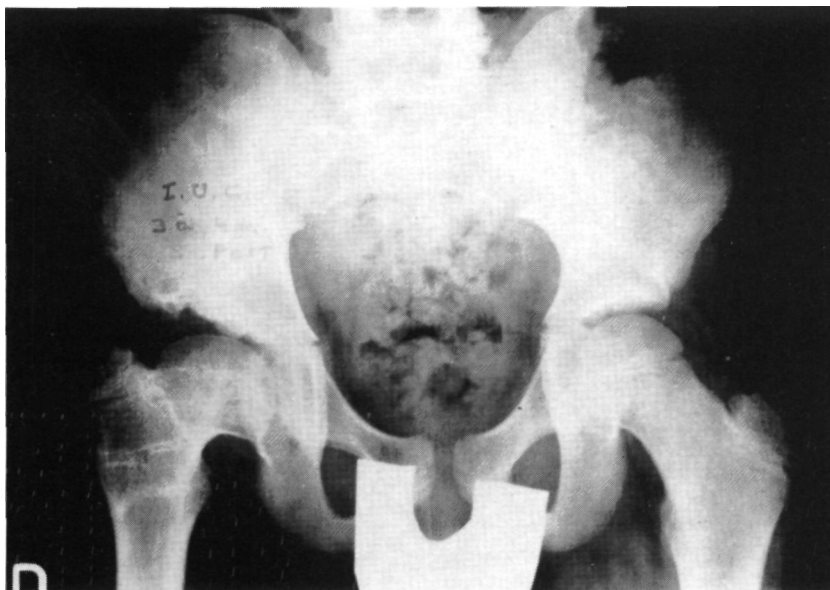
d.— Radiografía A. P. a los 3 años y 4 meses postoperatorios de la osteotomía de Chiari.
